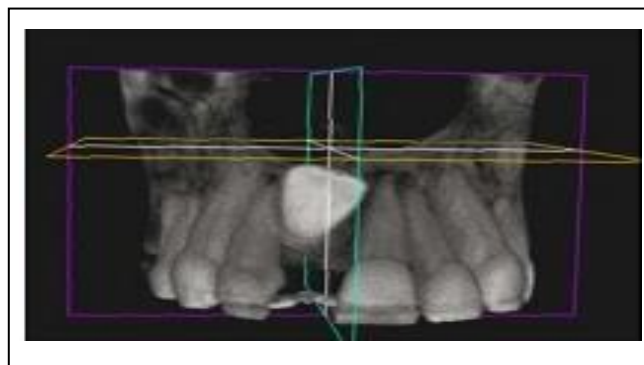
Cone beam dévoilant l'inclusion de la 11.
